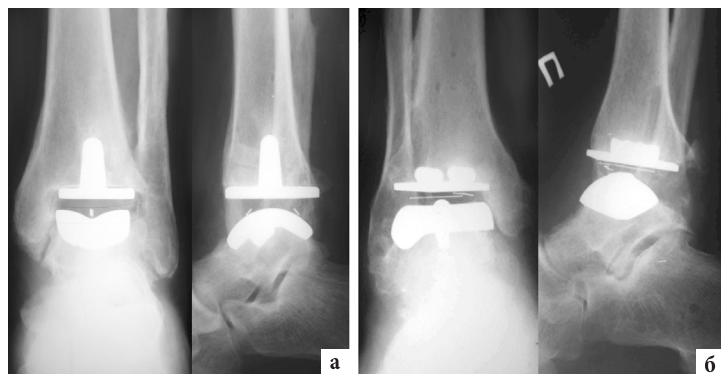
Примеры положительных отдаленных результатов эндопротезирования голеностопного сустава: а) рентгенограммы больного К., 57 лет, через 5 лет после эндопротезирования правого ГС: компоненты эндопротеза Mobility (DePuy) правильно позиционированы, без тенденции к миграции и других признаков их нестабильности; б) рентгенограммы больного С., 50 лет, через 7 лет после эндопротезирования правого ГС: компоненты эндопротеза Star (W. Link) правильно позиционированы, без тенденции к миграции и признаков их нестабильности
